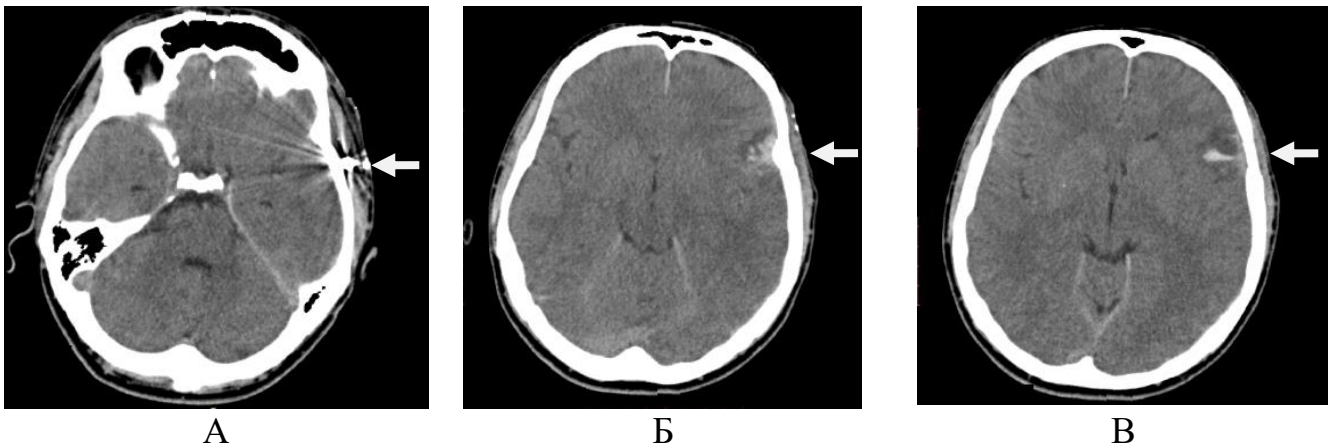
Поранений М-до, 31 років. КТ черепа й головного мозку при вогнепальному сліпому пораненні м'яких тканин склепіння черепа, аксіальні скани (А — стрілкою зазначено два раннячі осколка діаметром 1,5 та 3 мм. Б — стрілка вказує на вогнищевий забій мозку, розташований напроти раннячіх осколків. В — стрілка вказує на субарахноїдальний крововилив)
